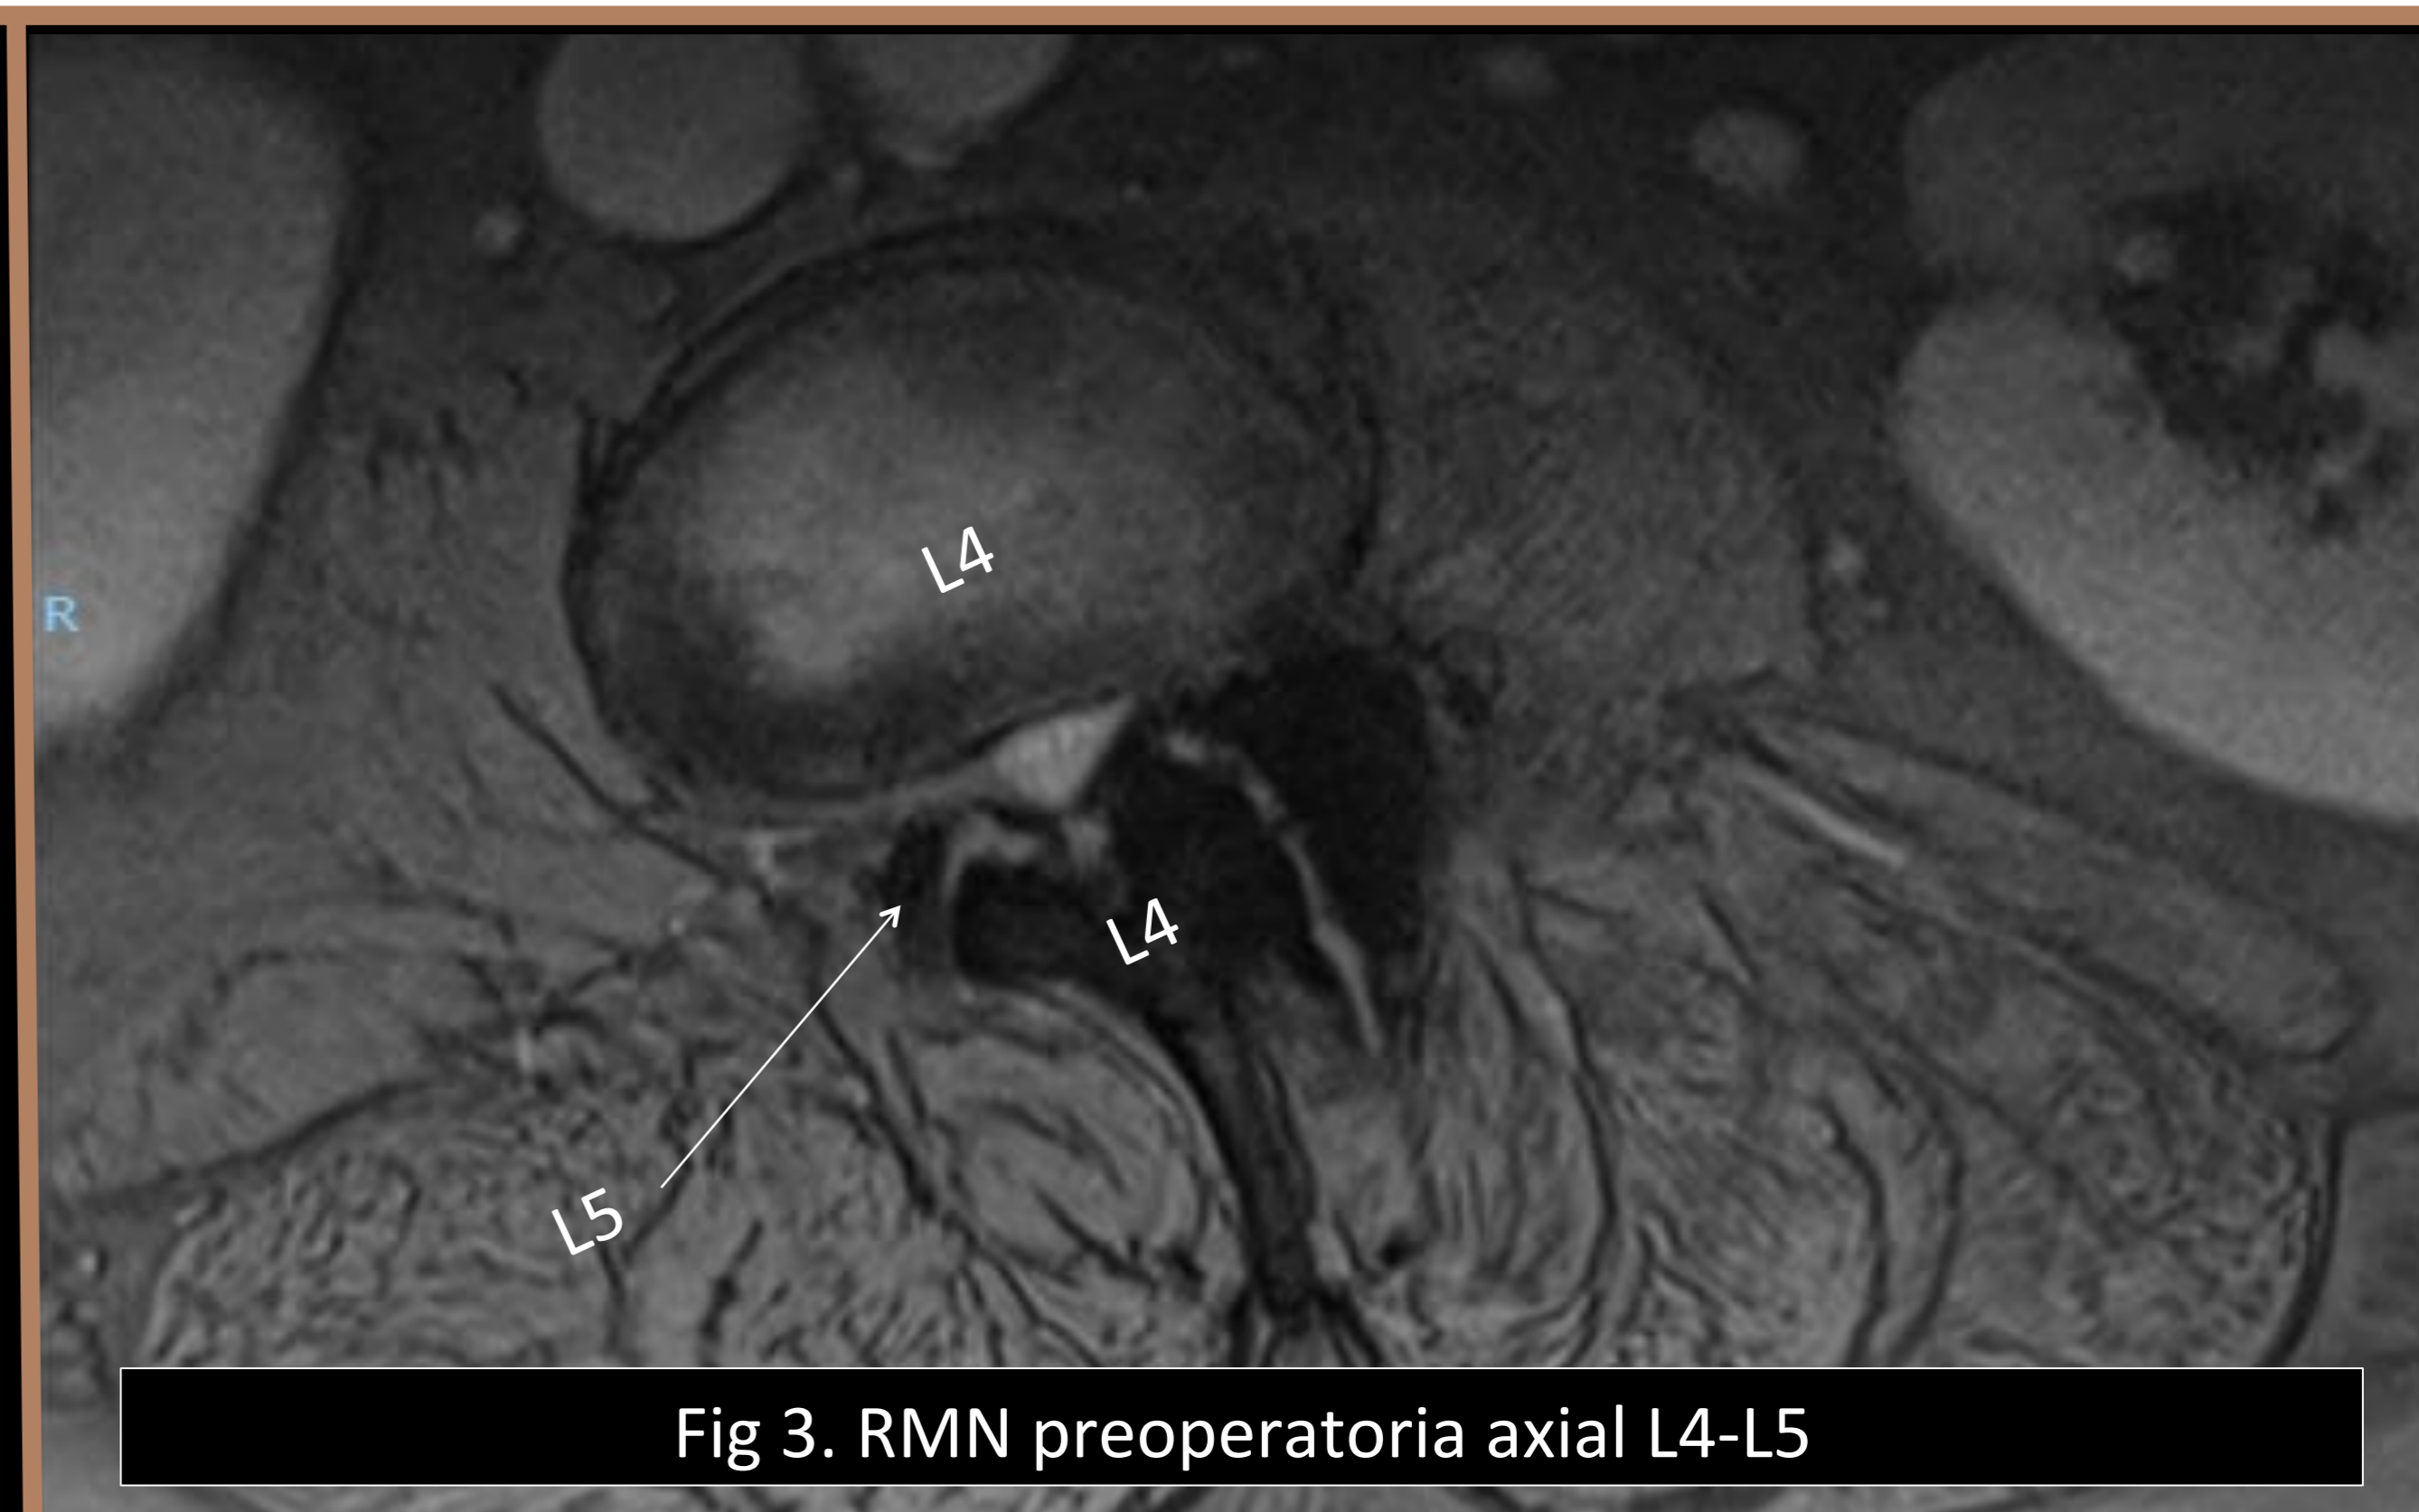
RMN preoperatoria axial L4-L5
